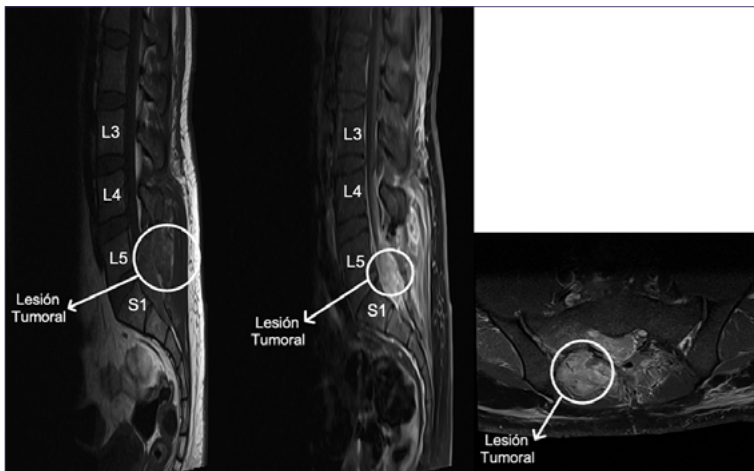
Imágenes postbiopsia quirúrgica. RMN columna lumbar con gadolinio. Imagen (A) secuencia T1 sagital sin Gd, evidencia masa intrarraquídea epidural entre L5 y S3; (B) secuencia T1 sagital con gadolinio que evidencia realce con medio de contraste; (C) Secuencia T1 axial con gadolinio.
